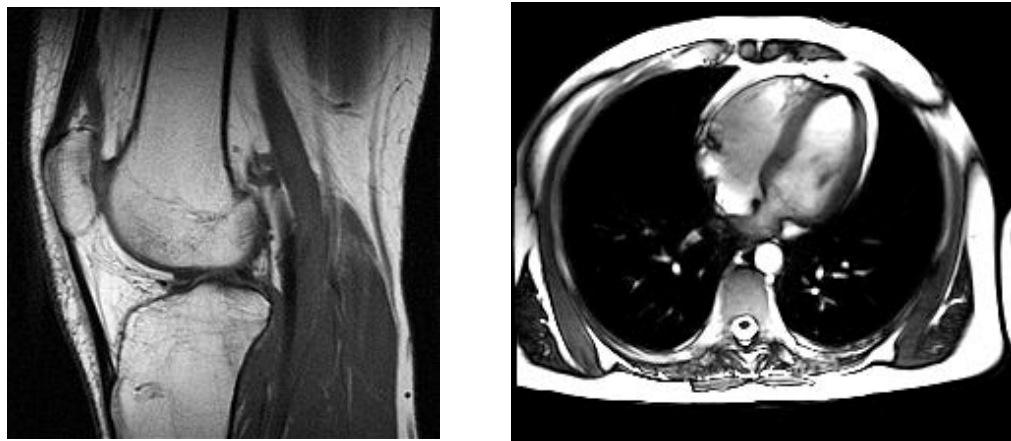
МРТ колінного суглоба та грудної клітини
